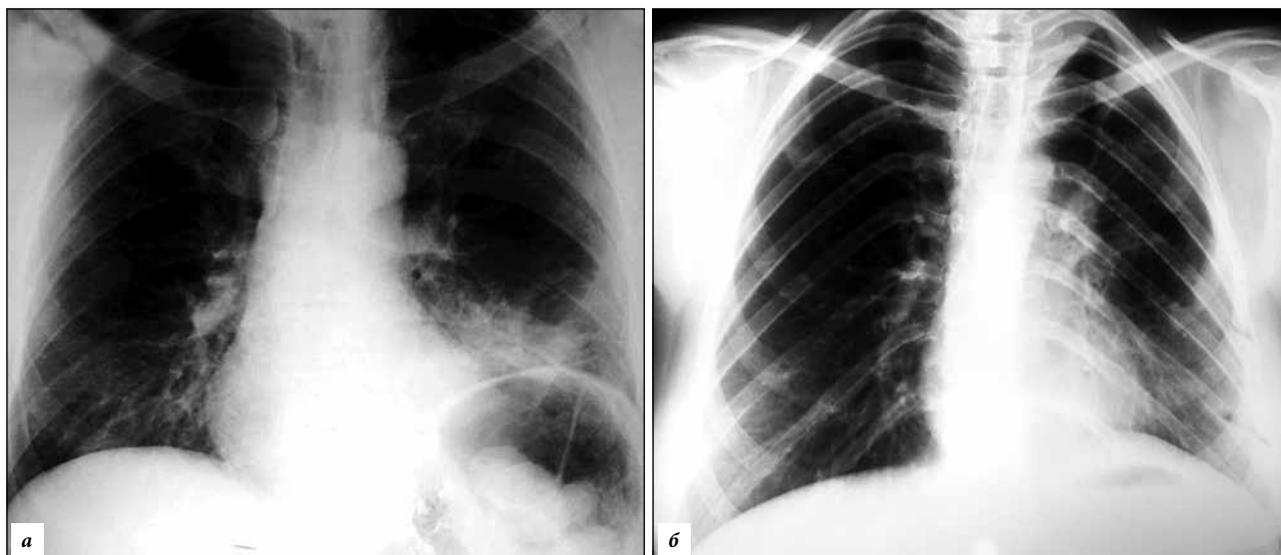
Рентгенограммы грудной клетки в прямой проекции:
